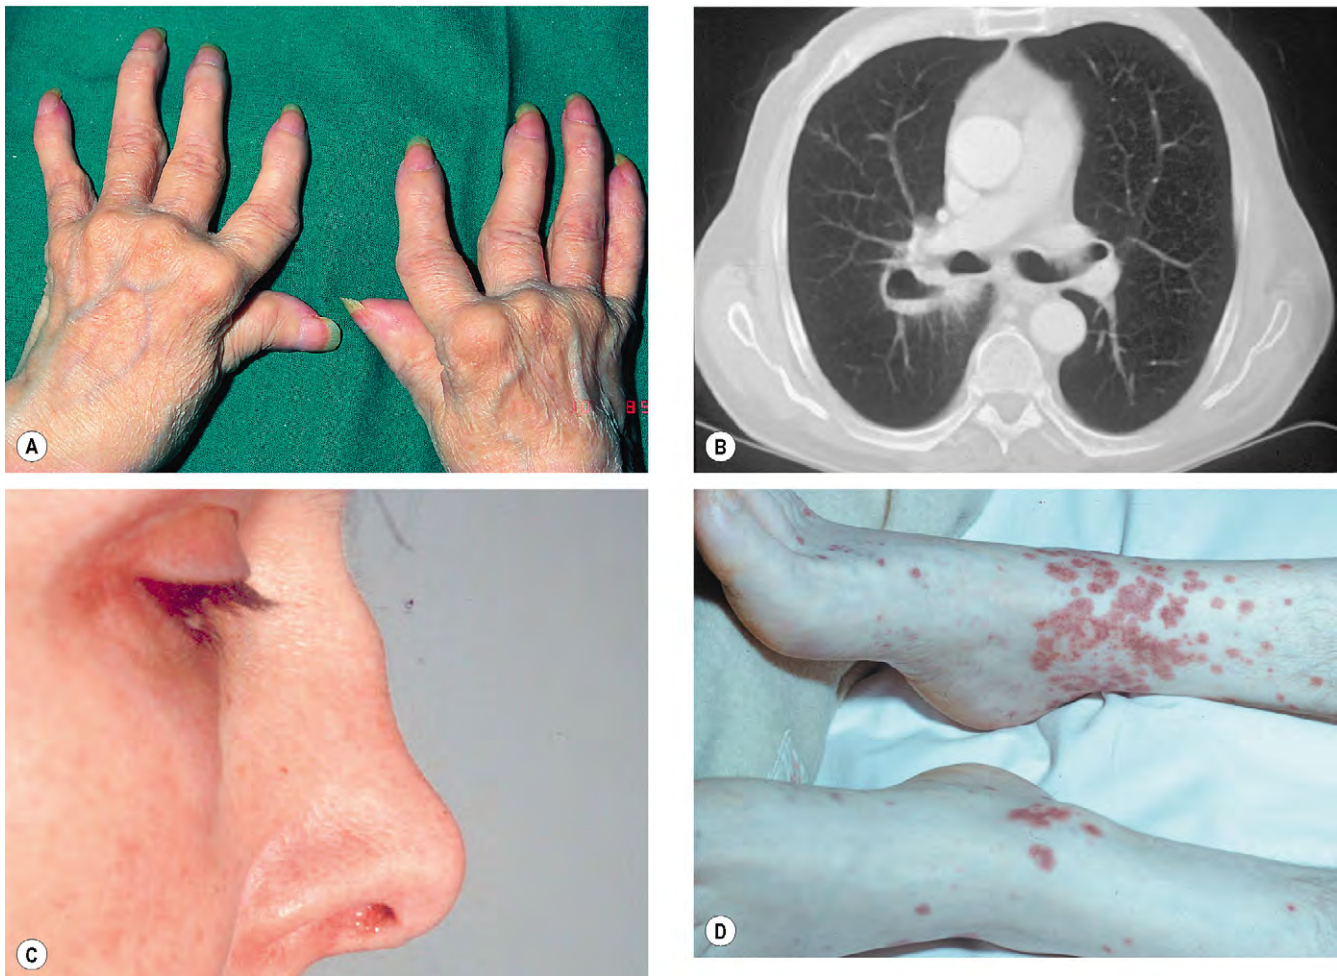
Asociaciones sistémicas importantes de la escleritis (A) Deformidades graves de las manos en la artritis reumatoide; (B) la TC muestra cavitación pulmonar en la granulomatosis de Wegener; (C) deformidad nasal en silla de montar en la policondritis recidivante; (D) púrpura en la poliarteritis nodosa.
